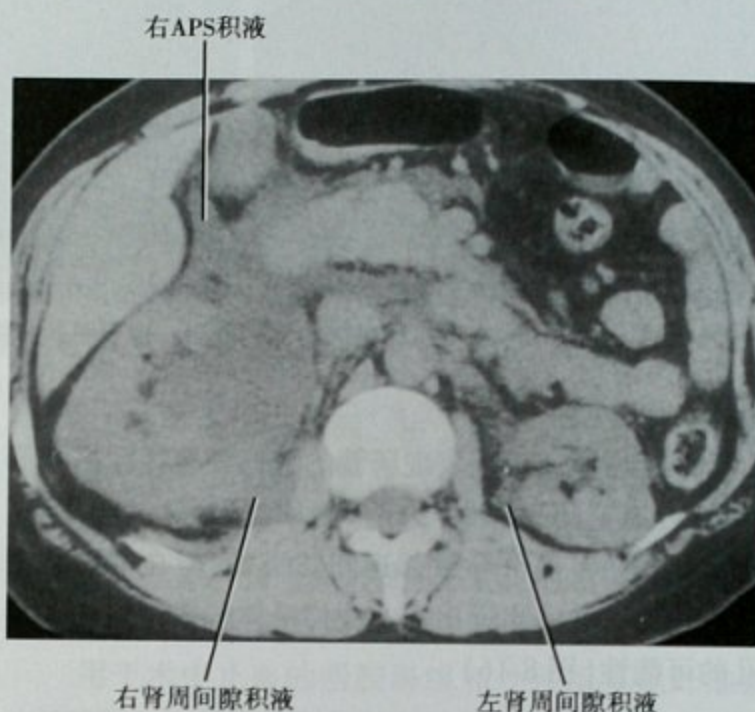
平扫 CT 横断位图像,显示右侧肾窦和肾周大量积液,输尿管远端结石(未显示)。本例患者为严重肾穹隆破裂,尿液延伸到肾旁前间隙(APS),少量尿液越过中线到左侧肾周间隙
